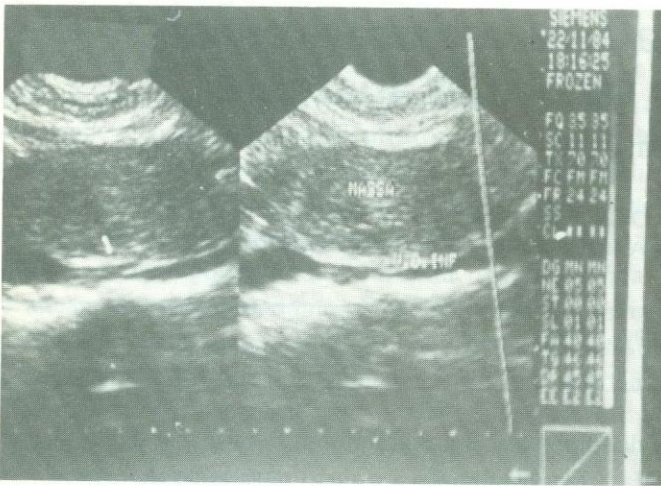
Ultra-sonografia abdominal revela tumoração sólida no retroperitônio, comprimindo a veia cava inferior
